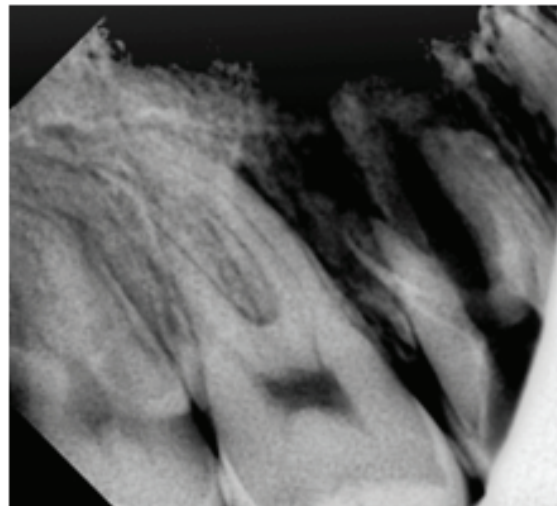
Предоперационная рентгенограмма зуба 16. В корневых каналах – следы пломбировочного материала, апикальный периодонтит
